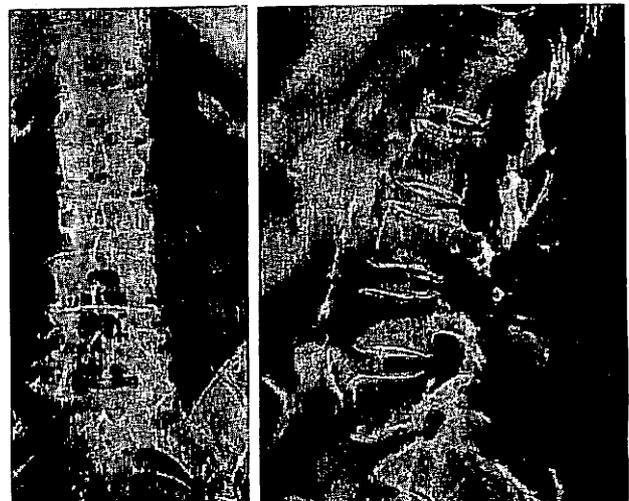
Ostéoporose : radiographie du rachis lombaire de face (a) et de profil (b).
